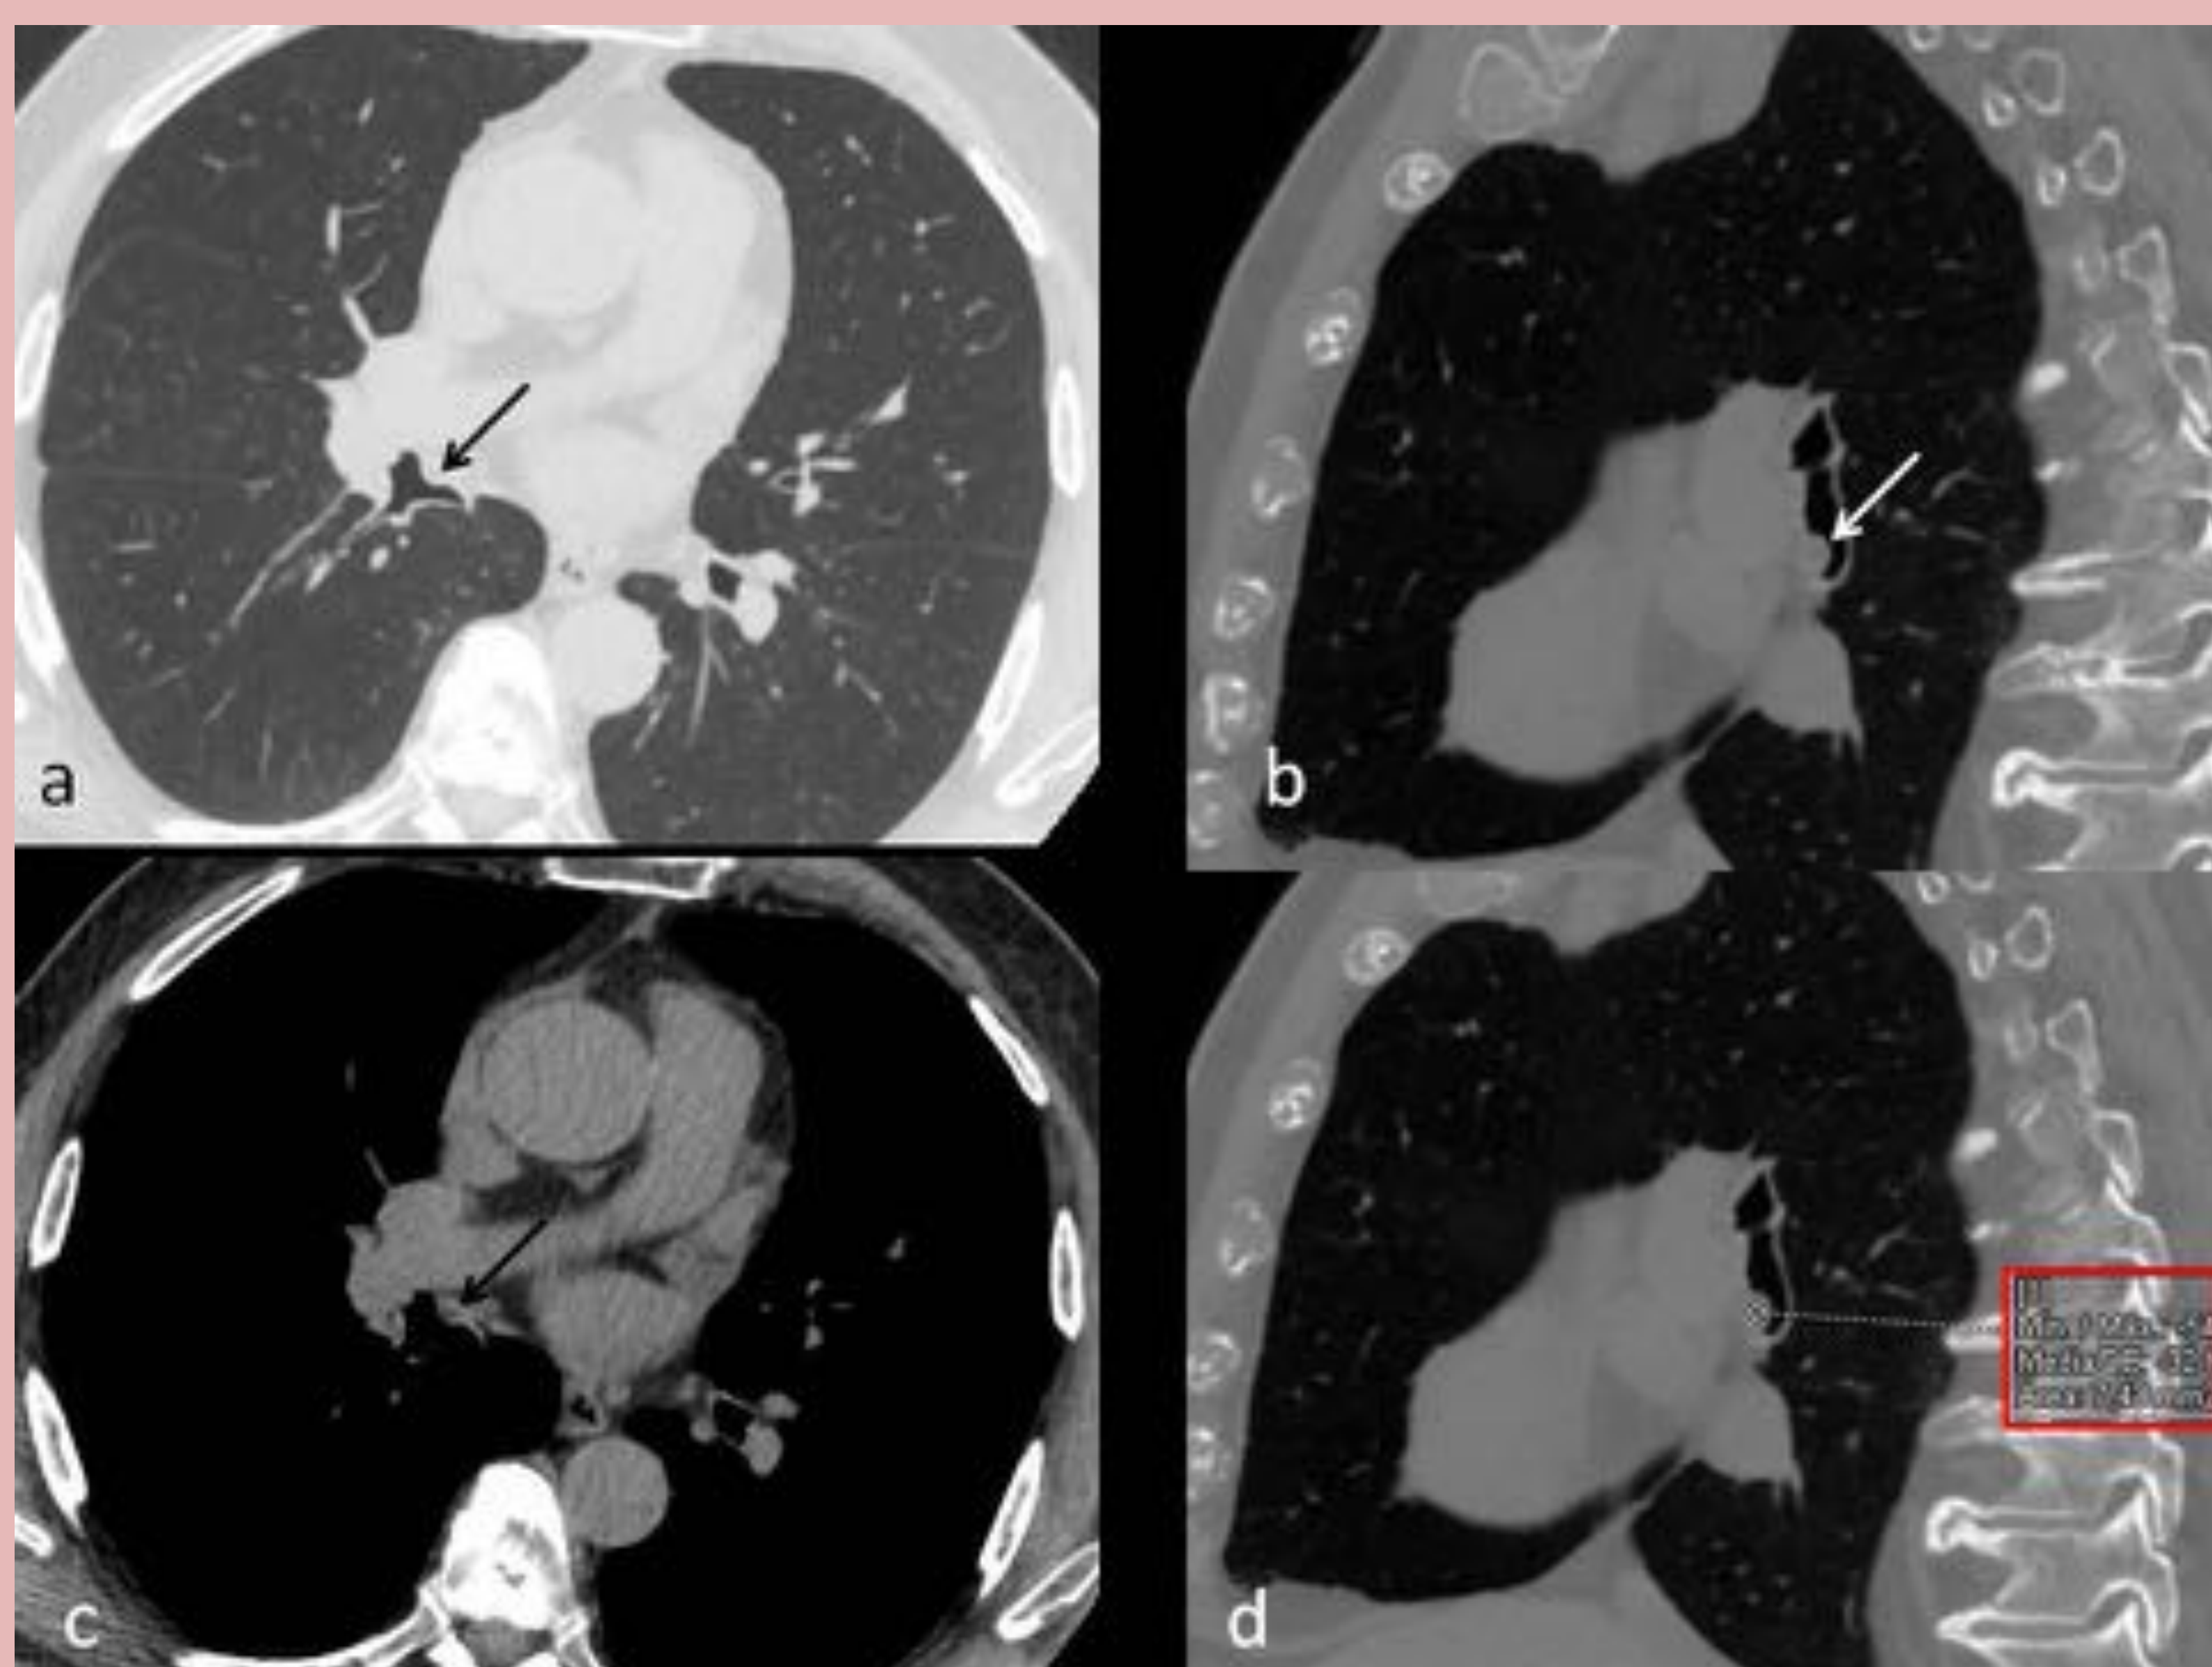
Cortes axiales de TC en ventana de pulmón (a) y sagitales (b y d), en los que se aprecia una lesión endobronquial (flecha) dependiente de la pared anterior del bronquio intermediario que protruye sobre la luz de dicho bronquio antes de su bifurcación y tiene unos diámetros axiales de 9 x 6 mm, contornos definidos y una densidad interna en el rango de la grasa (-32 UH). Retrospectivamente se confirma que ya estaba presente en el examen anterior. Sus características son por lo tanto de tumor benigno, siendo la primera opción lipoma endobronquial.
